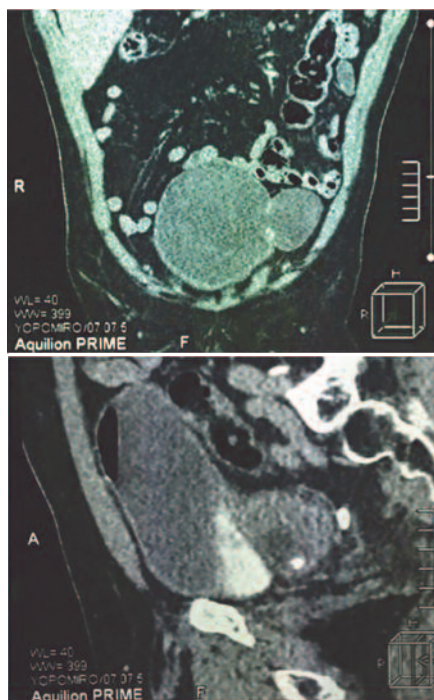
КТ мочевого пузыря. Фронтальная и сагиттальная проекции
